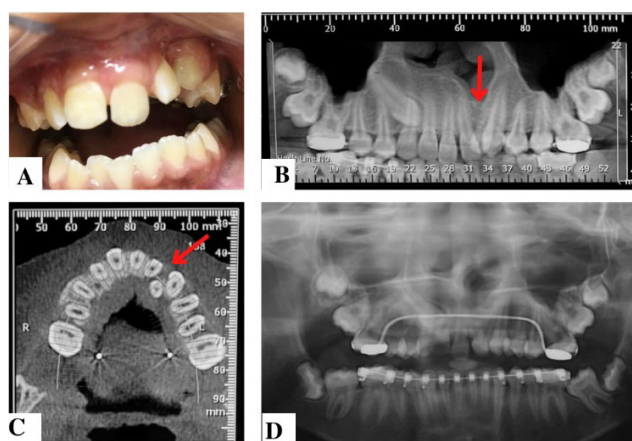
Aspectos finais clínico 15 dias após a remoção da sutura; B) Reconstrução Panorâmica, indicando preenchimento do defeito ósseo na região de fissura alveolar (seta). C) TC (corte axial) nota-se preenchimento ósseo da fissura alveolar; D) Radiografia Panorâmica 02 anos após a cirurgia, paciente em tratamento ortodôntico.
